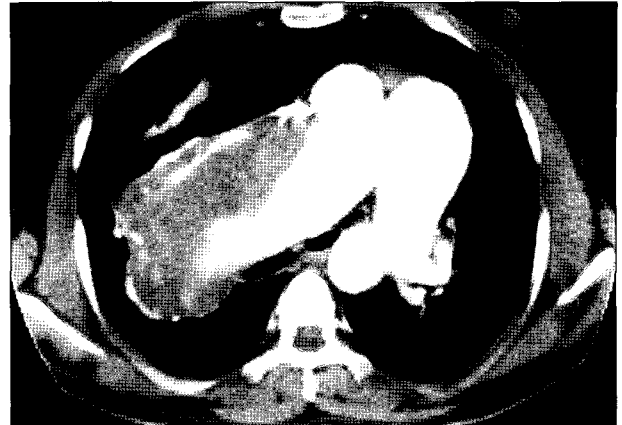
Preoperative chest CT findings showing huge, dilated pulmonary artery with impaction of thrombus causing almost complete obstruction of the right pulmonary artery.
